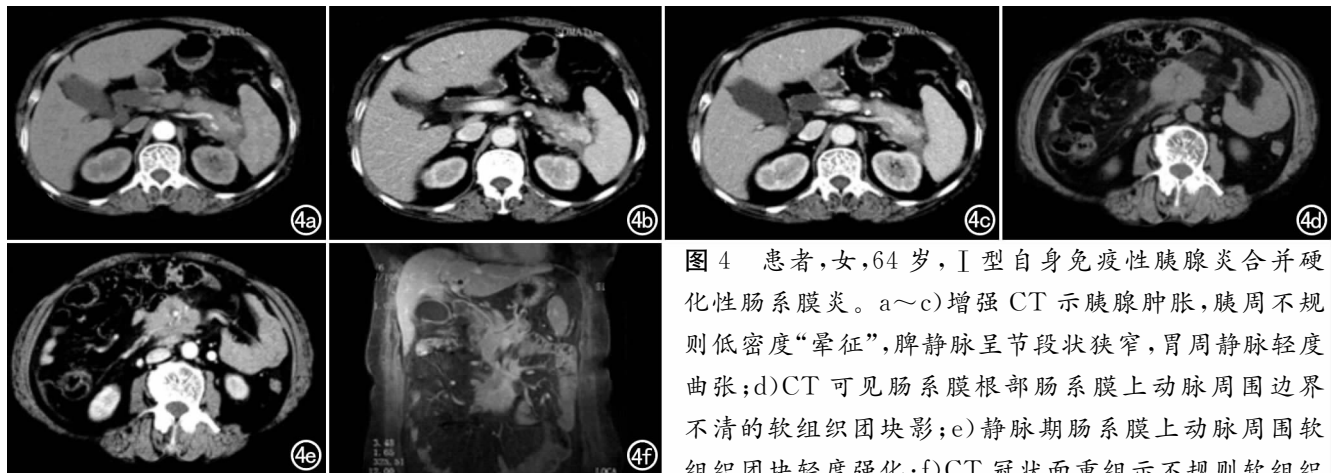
患者,女,64 岁, I 型自身免疫性胰腺炎合并硬化性肠系膜炎。a~c)增强 CT 示胰腺肿胀,胰周不规则低密度“晕征”,脾静脉呈节段状狭窄,胃周静脉轻度曲张;d)CT 可见肠系膜根部肠系膜上动脉周围边界不清的软组织团块影;e)静脉期肠系膜上动脉周围软组织团块轻度强化;f)CT 冠状面重组示不规则软组织
